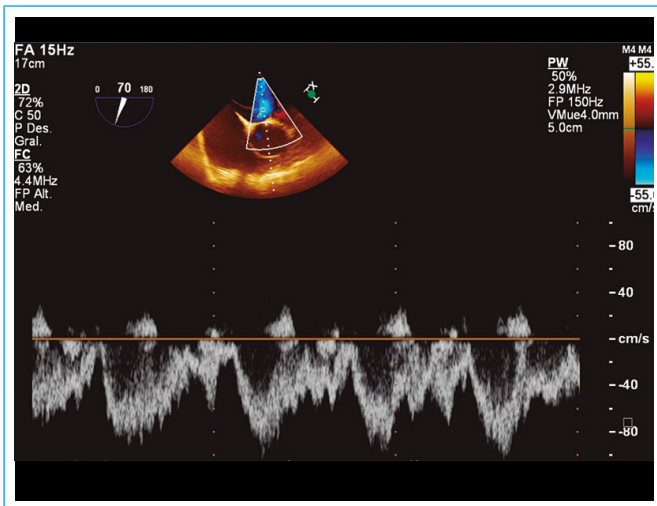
Ecocardiografía transesofágica. Doppler pulsado a través del foramen oval permeable: cortocircuito de izquierda a derecha
